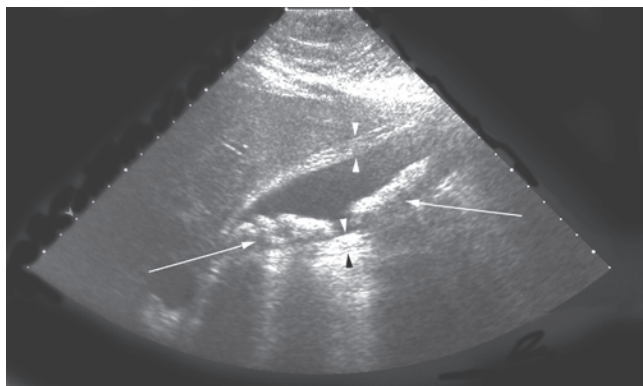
Ecografía de un paciente con colecistitis aguda. Las *puntas de flecha* indican la pared engrosada de la vesícula biliar. Hay varios cálculos en la vesícula biliar (*flechas*) que emiten sombras acústicas.
